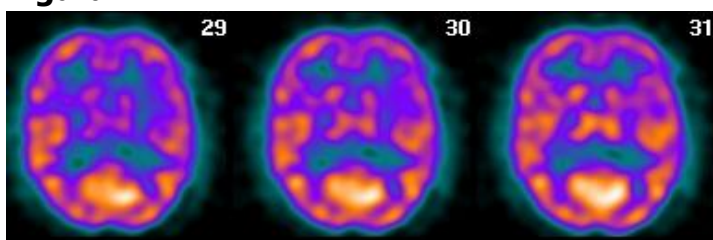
Exploración SPECT-PCR con distribución heterogénea del trazador considerada como leve.
